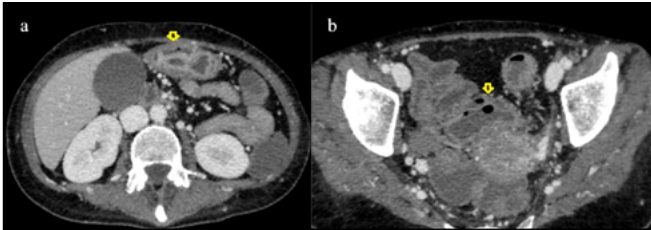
TC abdominal con contraste donde se ven imágenes radiológicas de colección submucosa hipodensa en antro (a) y sigma (b), compatible con las zonas afectadas valoradas por endoscopia.
